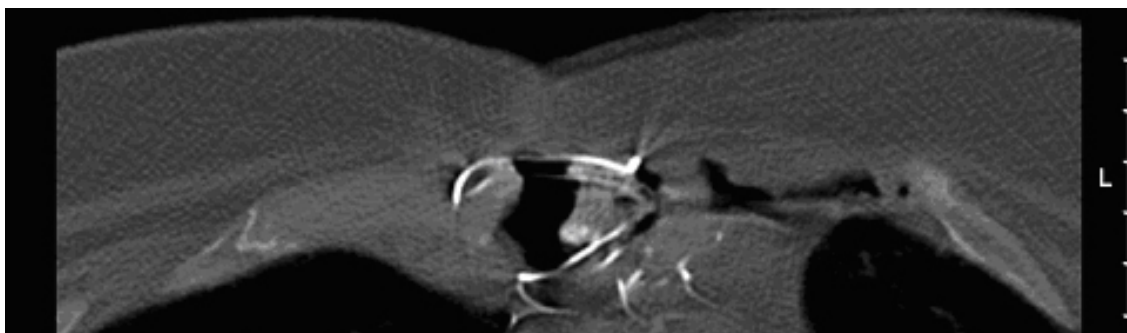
CT (1) Patient 6
